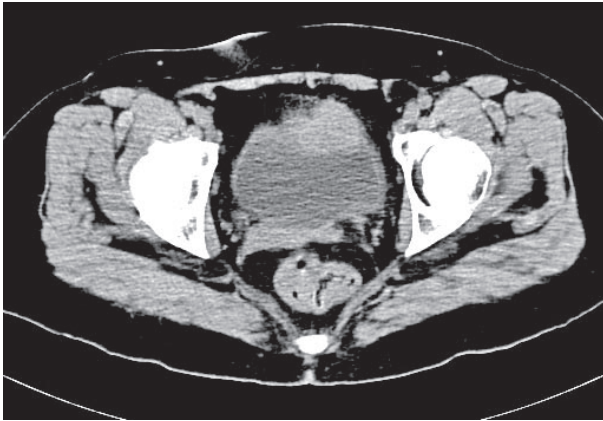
Tomografía axial computarizada, donde se aprecia masa vesical dependiente del domo.
